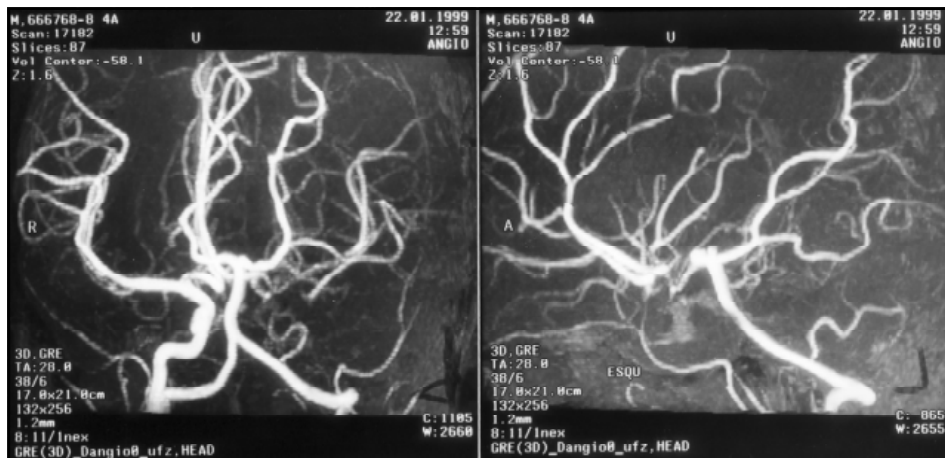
A (vista anteroposterior) e B (vista lateral): ângio-ressonância evidenciando trombose da ACI, à esquerda, bem como patência da circulação colateral através da artérias comunicantes.
